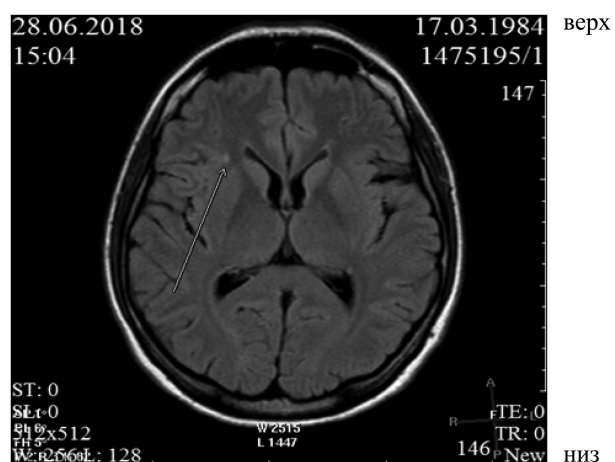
Единичный (до 3–4 мм в поперечнике) гиперинтенсивный в режимах T2W, T2W FLAIR очаг в белом веществе лобной доли, расположенный субкортикально (автор Цехо А. Е., 2018)
